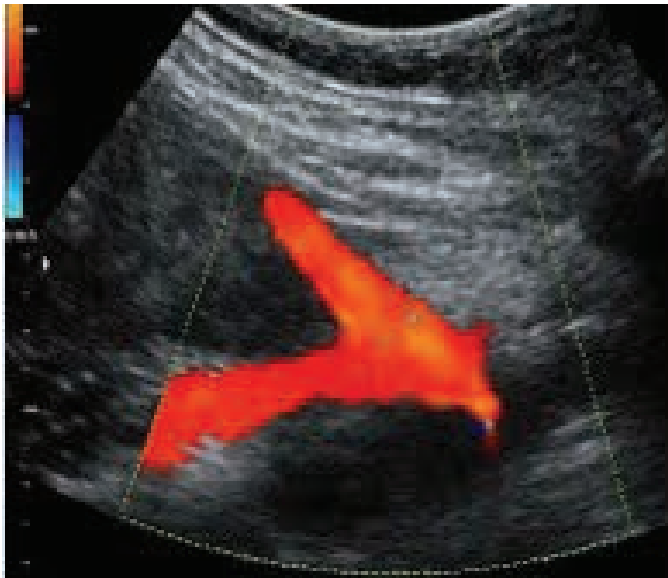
Aquisição do Doppler das artérias uterinas no segundo trimestre de gestação no cruzamento com os vasos ilíacos
